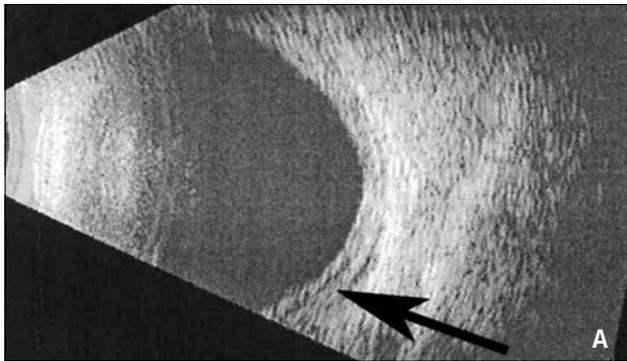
УЗИ-снимок пациентки К. через 2 дня, отслойка сосудистой оболочки: А — правого глаза 0,39 мм (стрелка); А — левого глаза 0,41 мм (стрелка)
